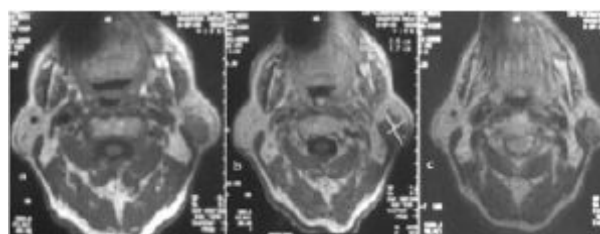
Aspect IRM de la tumeur de warthin : IRM coupes axiales en séquence T1 (a), avec injection de Gadolinium (b) et en séquence T2 (c) : formation nodulaire au niveau du pôle inférieur de la glande parotide gauche bien limitée, en isosignal T1, hyposignal T2, non rehaussée après injection de Gadolinium.
